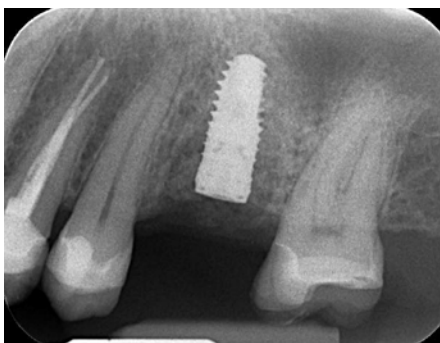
Radiografia di controllo post-operatoria che evidenzia il corretto posizionamento dell'impianto nell'alveolo innestato.
